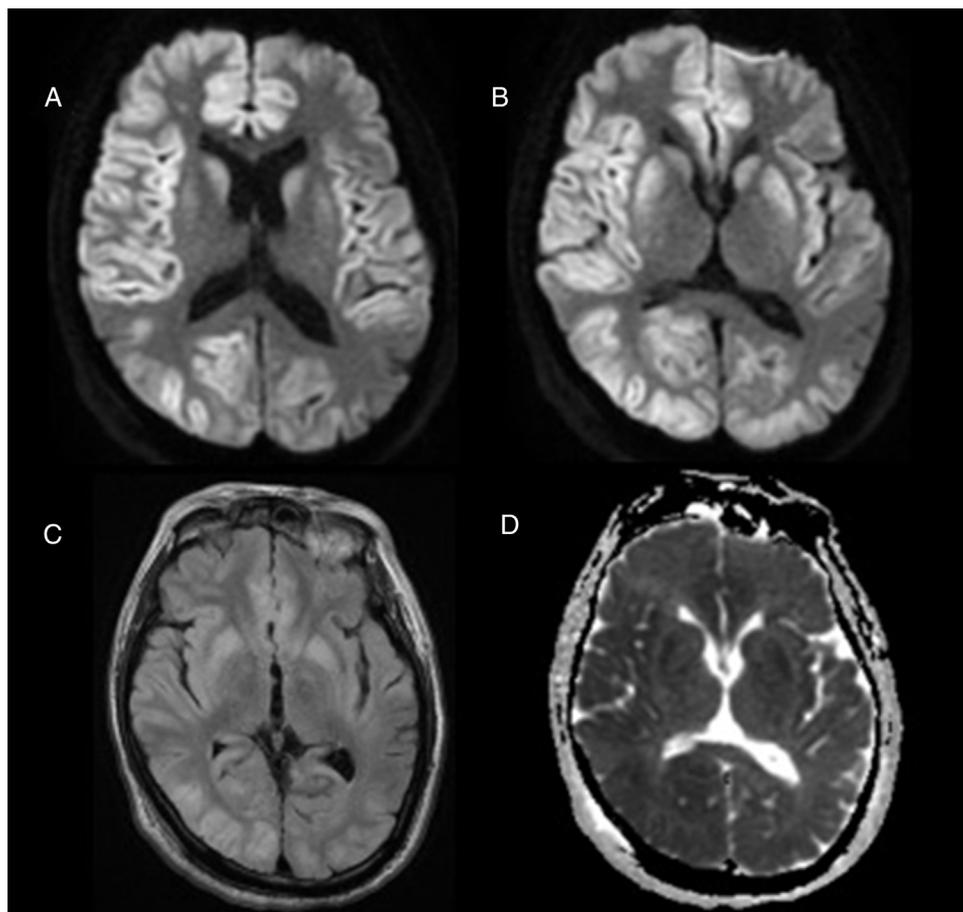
RM cerebral realizada a las 48 h del ingreso. Se observa la hiperintensidad en secuencias de difusión (A y B) y FLAIR (C) con restricción en mapas ADC (D).
